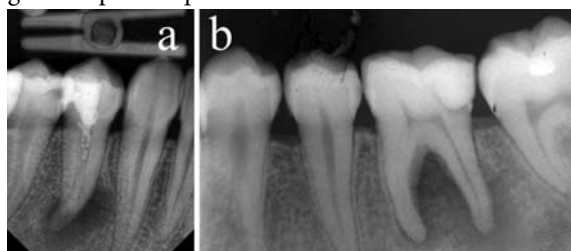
Radiografia inițială a pacientei A
